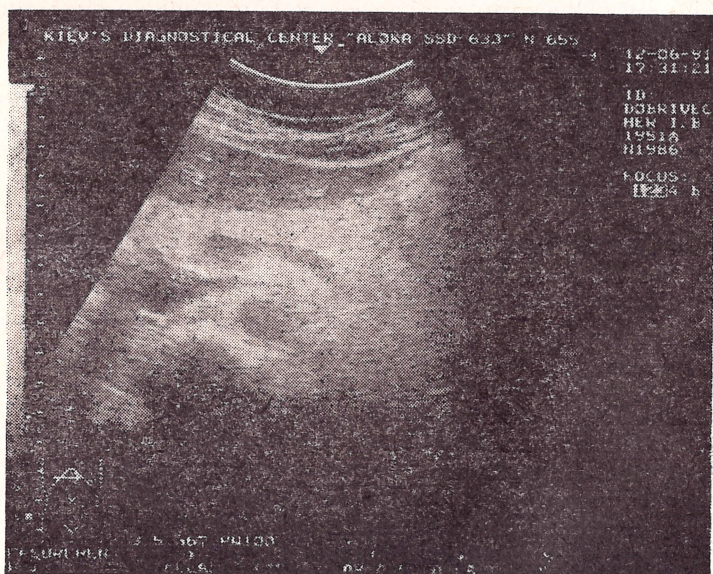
УЗИ: хронический панкреатит
